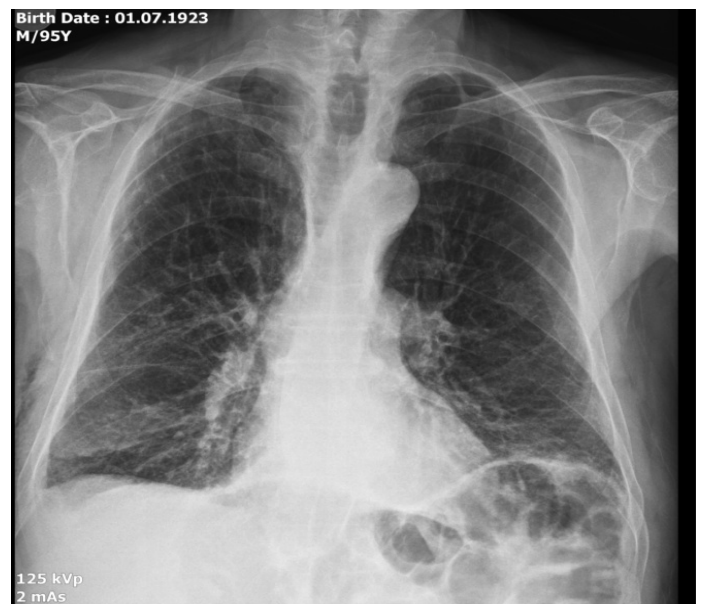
Hastaneye başvurusunda çekilen posteroanterior (PA) akciğer grafisi, sağda pnömotoraks görülüyor.
